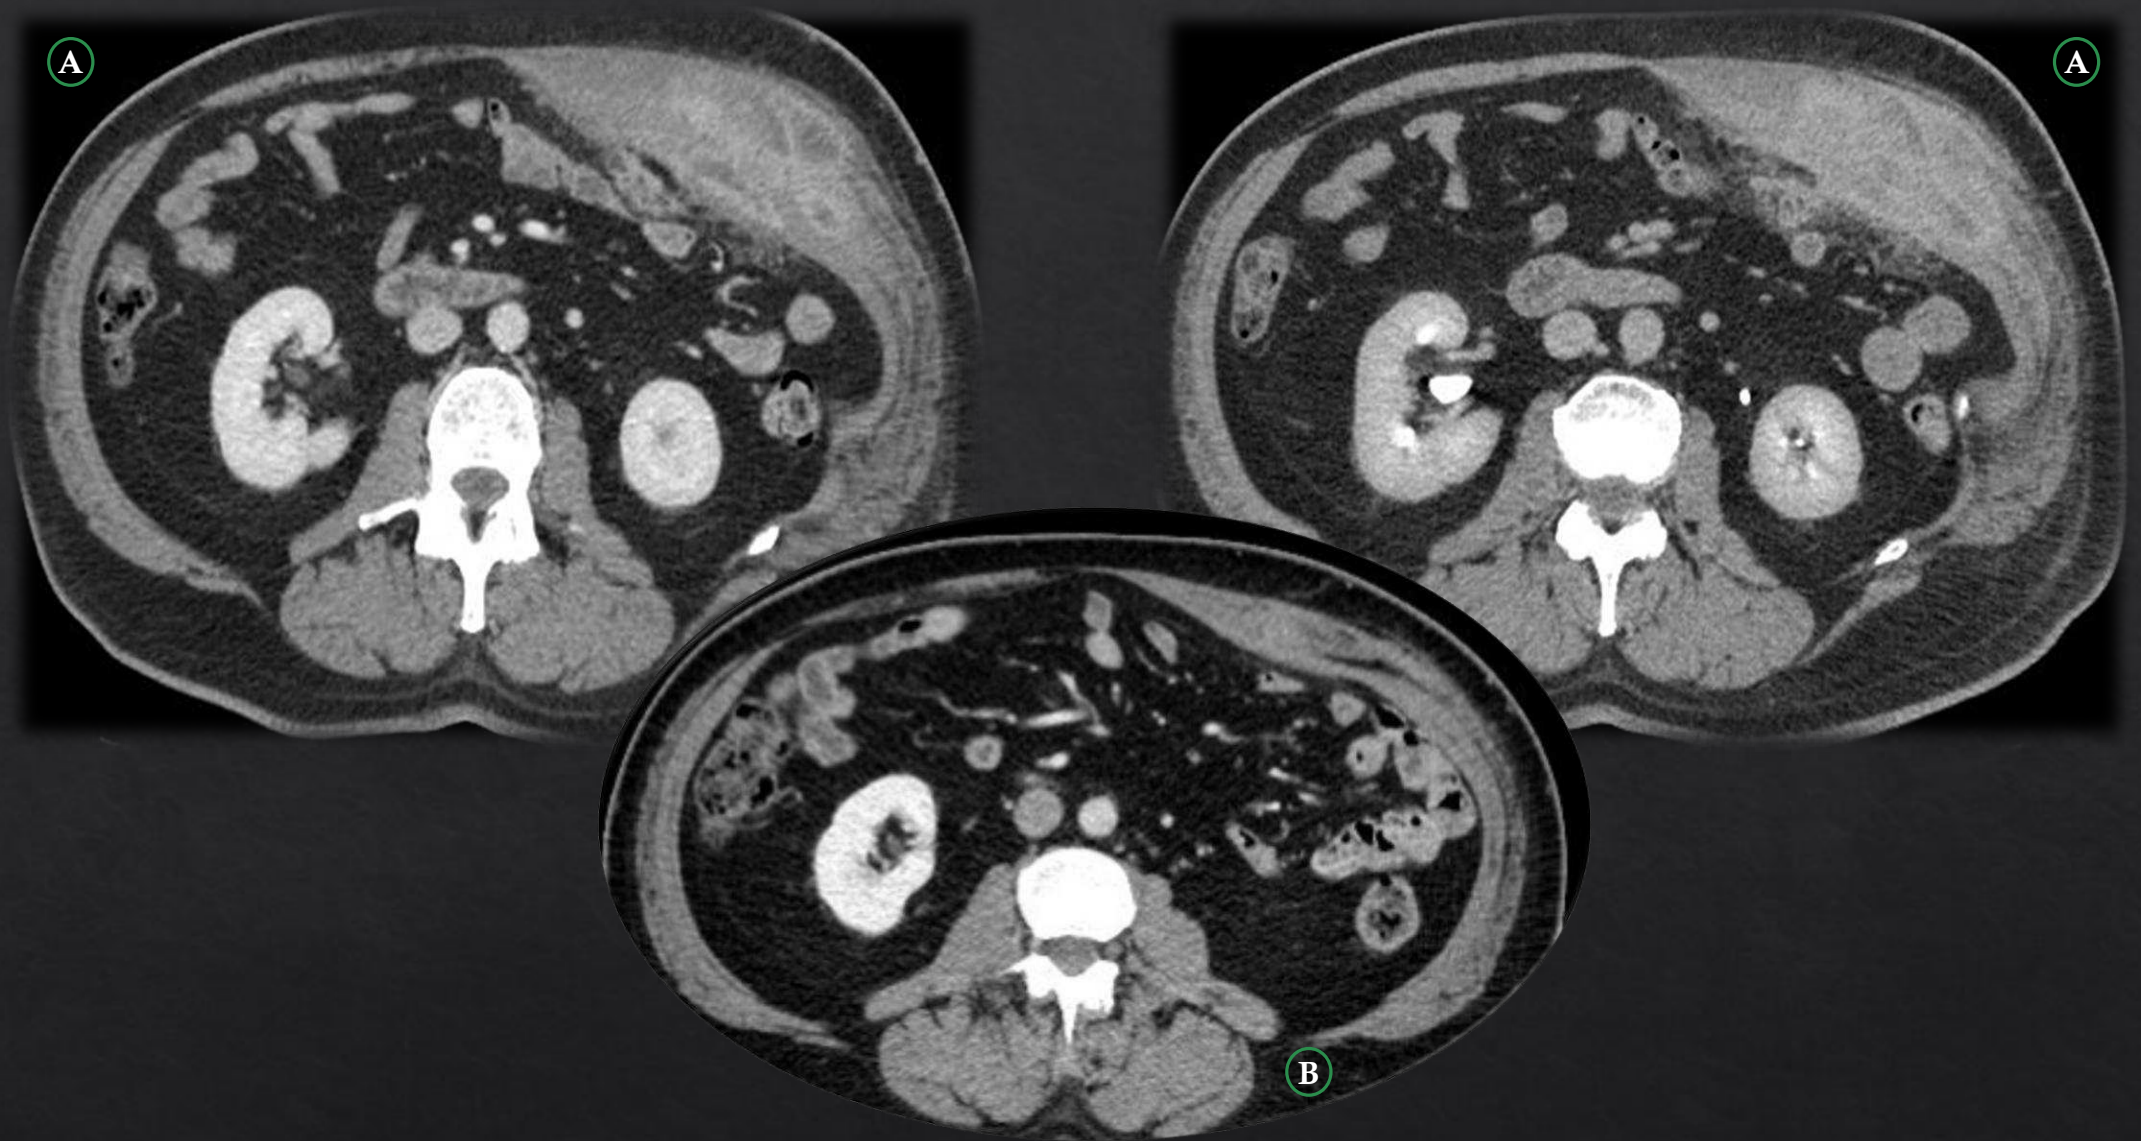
A: TC Abdominopélvica con contraste endovenoso en fase portal en plano axial, B: TC de control. Masa de partes blandas mal delimitada en íntimo contacto con la pared abdominal, fundamentalmente con el músculo recto anterior izquierdo del abdomen, que muestra aumento de volumen con algún foco central hipodensa, contacta con el omento mayor a nivel de flanco izquierdo, asocia aumento de densidad de la grasa adyacente y pequeña cantidad de líquido libre circunscrito. La masa va alternando de tamaño en los distintos estudios de control.
